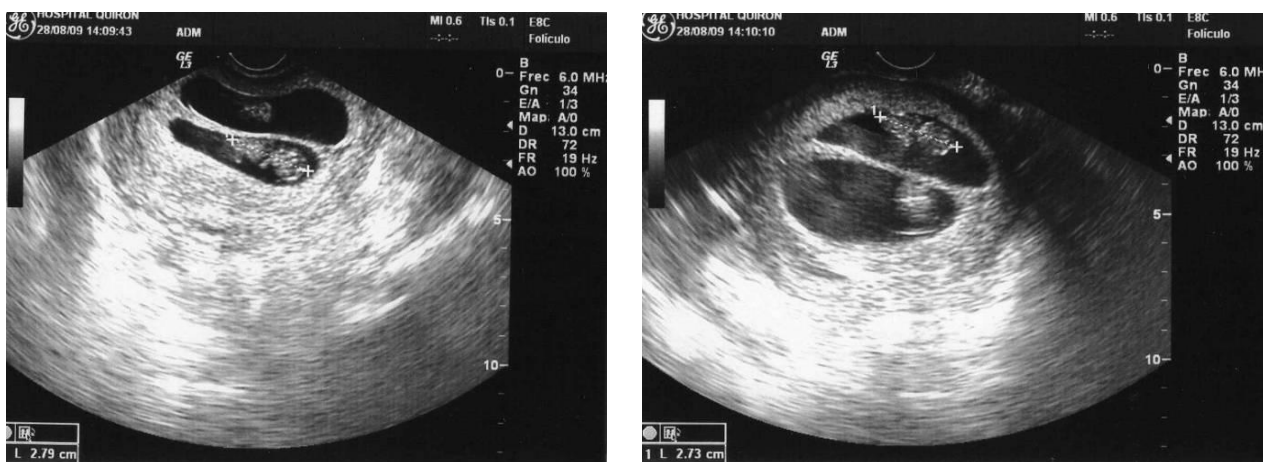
Ecografies realitzades durant la primera visita. Es veuen dels dos fetus al ventre de la Laia quan tenien aproximadament 9 setmanes de gestació. Podem distingir-hi el cap (dins el voltant negre cercle de color blanc més fosc) i el tronc (taca de color blanc unida al cap).
